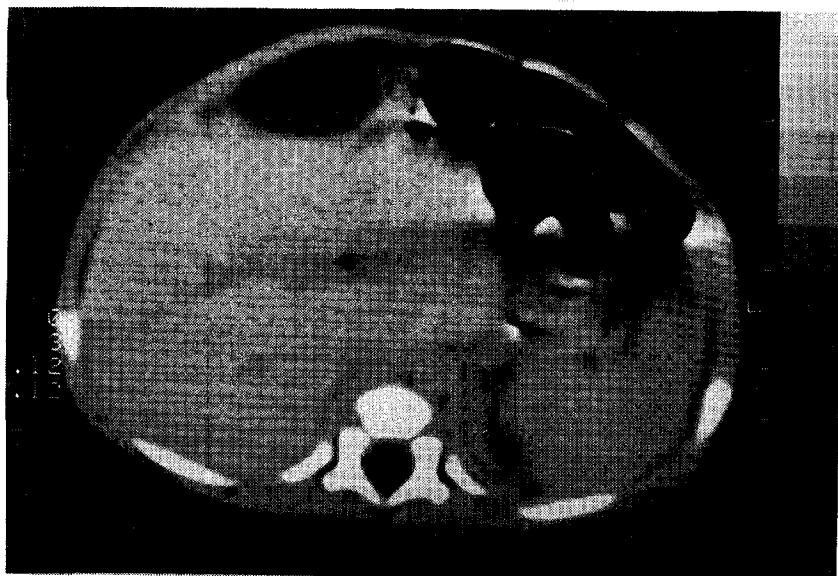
Abdominal CT : 6 × 1.5cm sized round mass was noted in right subphrenic space.
